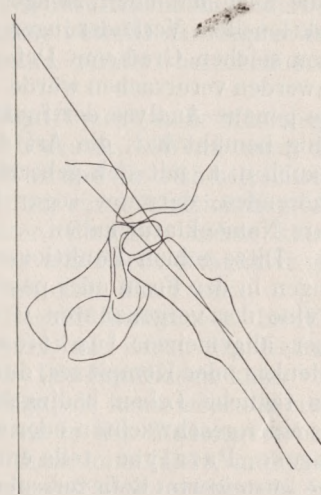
Konturpause eines Röntgenbildes von einer Coxa valga, konzentrisch im Gelenk eingestellt. (7jähr. ♀. Prkl. 2769, 2. 11. 1908.)
